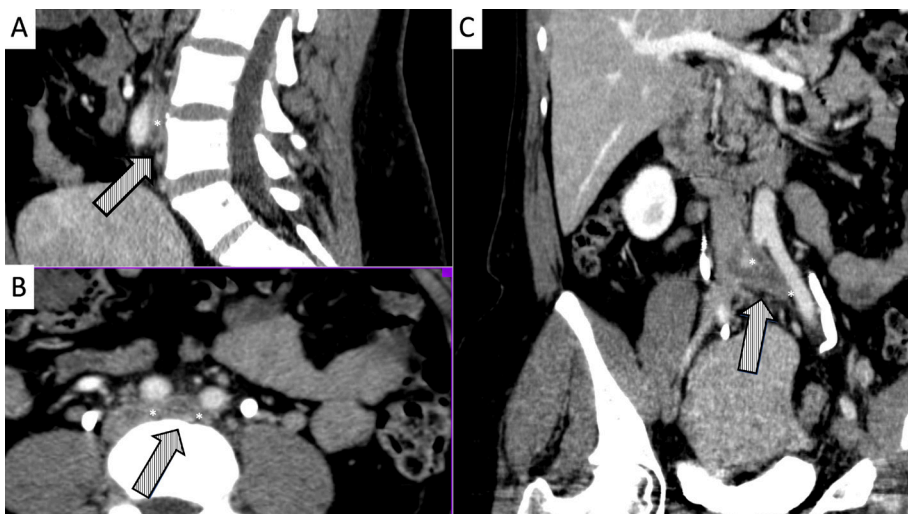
Abdominal and pelvic angiotomography showing presence and size of the thrombosis and angiotomographic classification at the point of greatest compression (*) in the cavo-ilio-femoral segment. A) Coronal axis; B) Sagittal axis; C) Transverse axis.
